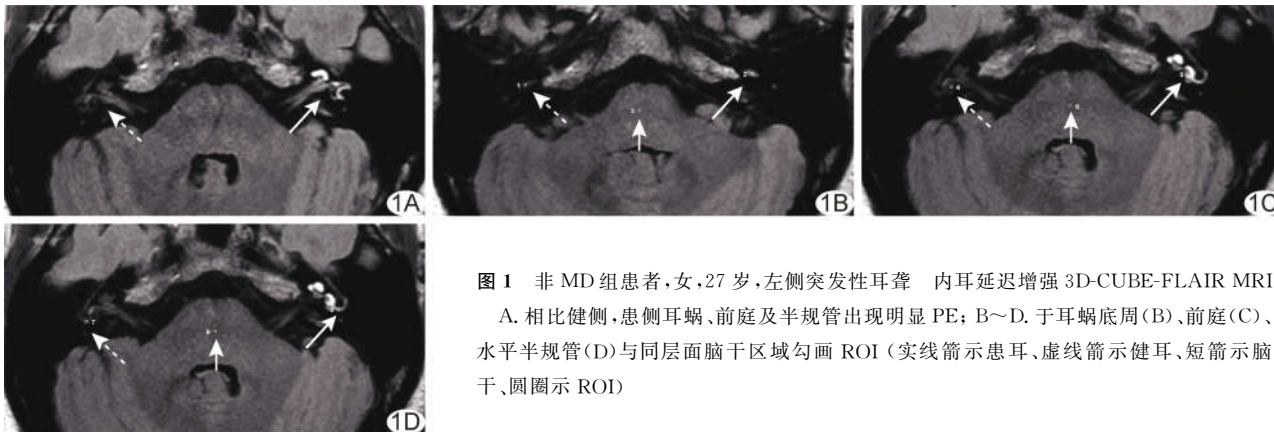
非 MD 组患者,女,27 岁,左侧突发性耳聋 内耳延迟增强 3D-CUBE-FLAIR MRI A. 相比健侧,患侧耳蜗、前庭及半规管出现明显 PE; B~D. 于耳蜗底周(B)、前庭(C)、水平半规管(D)与同层面脑干区域勾画 ROI (实线箭示患耳、虚线箭示健耳、短箭示脑干、圆圈示 ROI)
